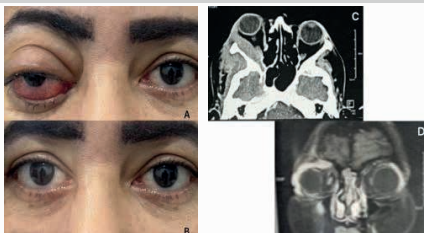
Inflamação Orbitária Idiopática. A. Apresentação clínica com proptose, edema e hiperemia de pálpebras e conjuntiva à direita. B. Aspecto após 4 semanas de tratamento com prednisona 60mg/dia. C. Tomografia Computadorizada do quadro inicial. D. Ressonância magnética de órbitas do quadro inicial.
